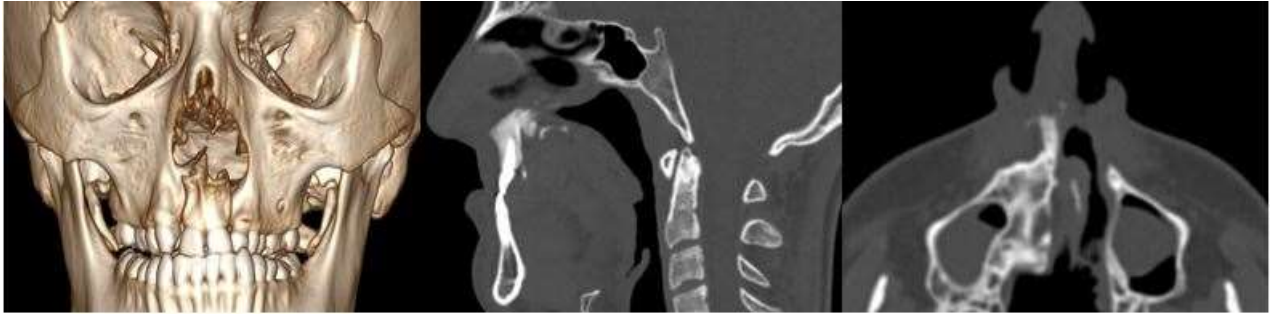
Контрольное МСКТ пациента Д., спустя 6 месяцев после хирургического лечения.
